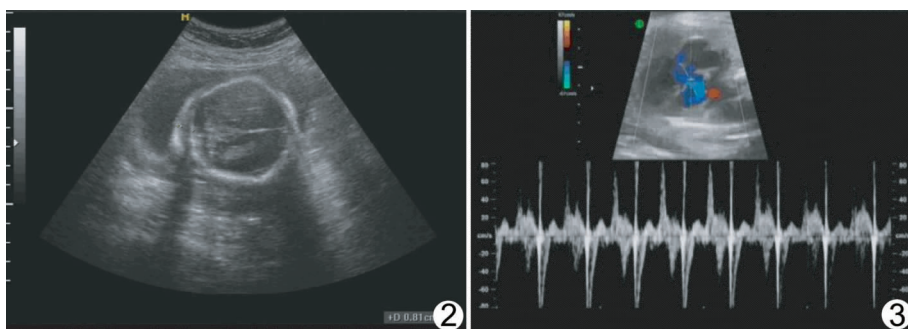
孕妇, 31 岁, 孕 23 周, NF 增厚, 0.81 cm, 羊水深 7.3 cm, 胎儿股骨短小, 超声提示: 胎儿多发畸形, 核型是 47, XN, +21 (羊水) 图 3 室间隔中断处频谱, 34 岁, 孕 35 周, 室缺, 核型是 47, XN, +18 (脐血)
